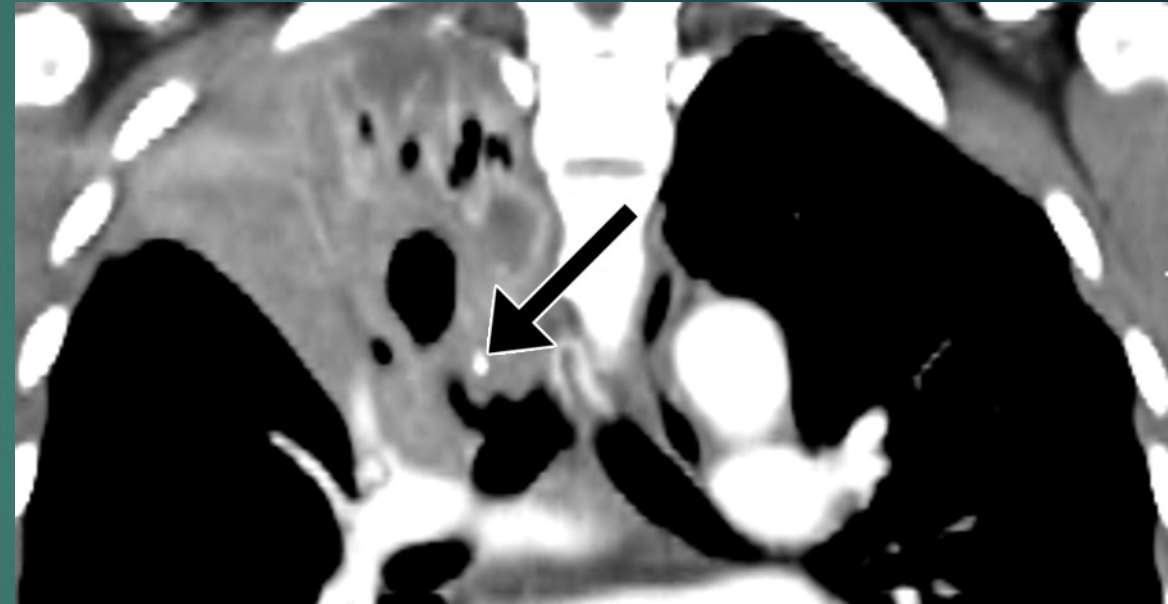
Image tirée de Radiographics³
